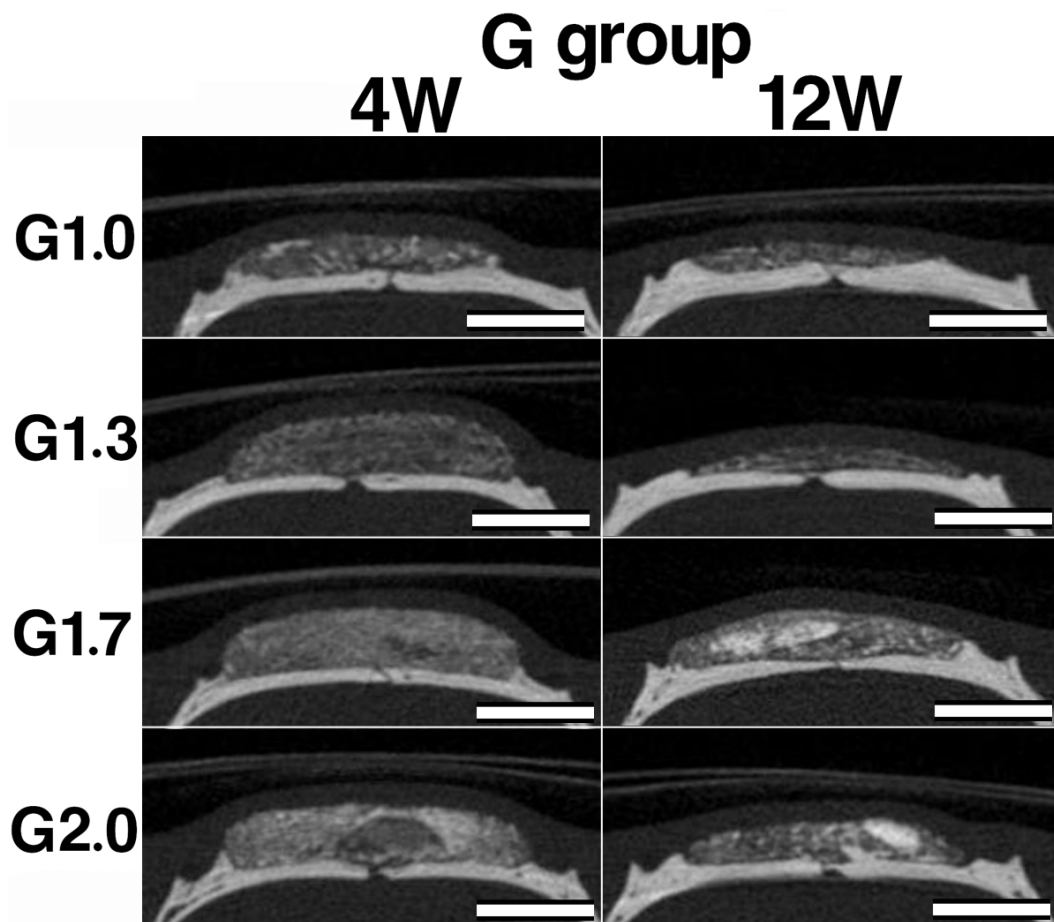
G群の埋入後4，12週時のマイクロCT像
